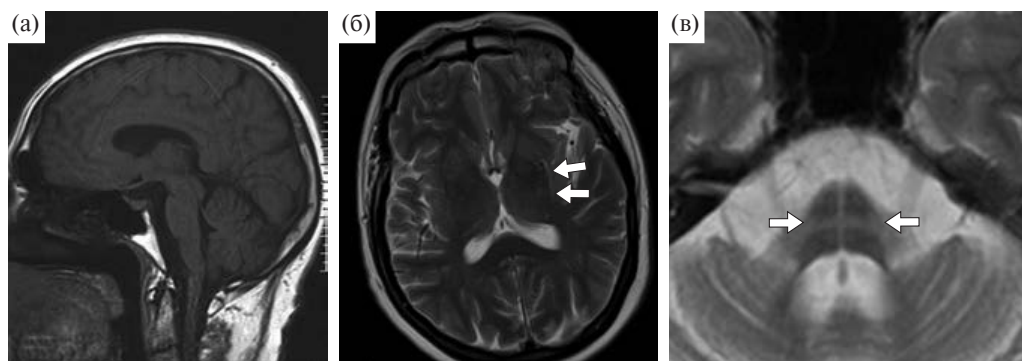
МРТ головного мозга при МСА. а — уплощение моста мозга. б — гиперинтенсивный сигнал в области скорлупы (стрелки). в — «симптом креста» на аксиальных срезах мозга, лучше всего выявляемый в T2- и диффузионно-взвешенном режиме, формируется сочетанием полосы измененного сигнала от дегенерирующих поперечных волокон моста мозга (стрелки) с перпендикулярной полоской от волокон шва.
